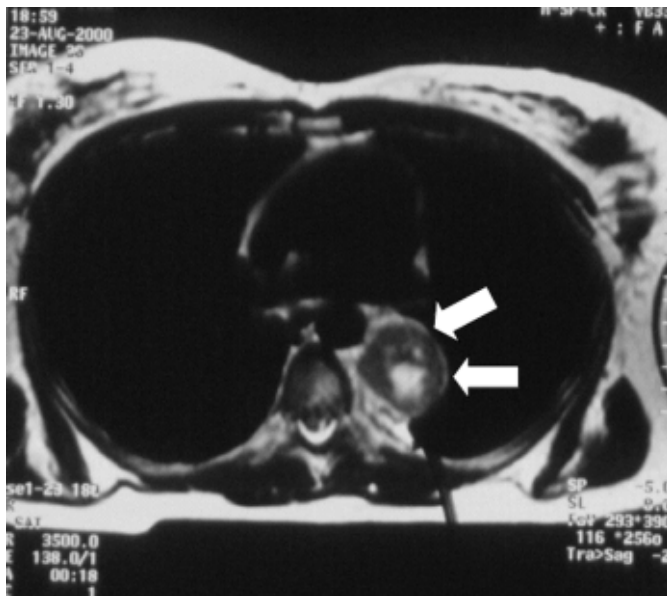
Thorax-CT, Fall 1: mit Pfeilen ist der zwischen Aorta, Wirbelkörper und Brustwand liegende Tumor markiert.
